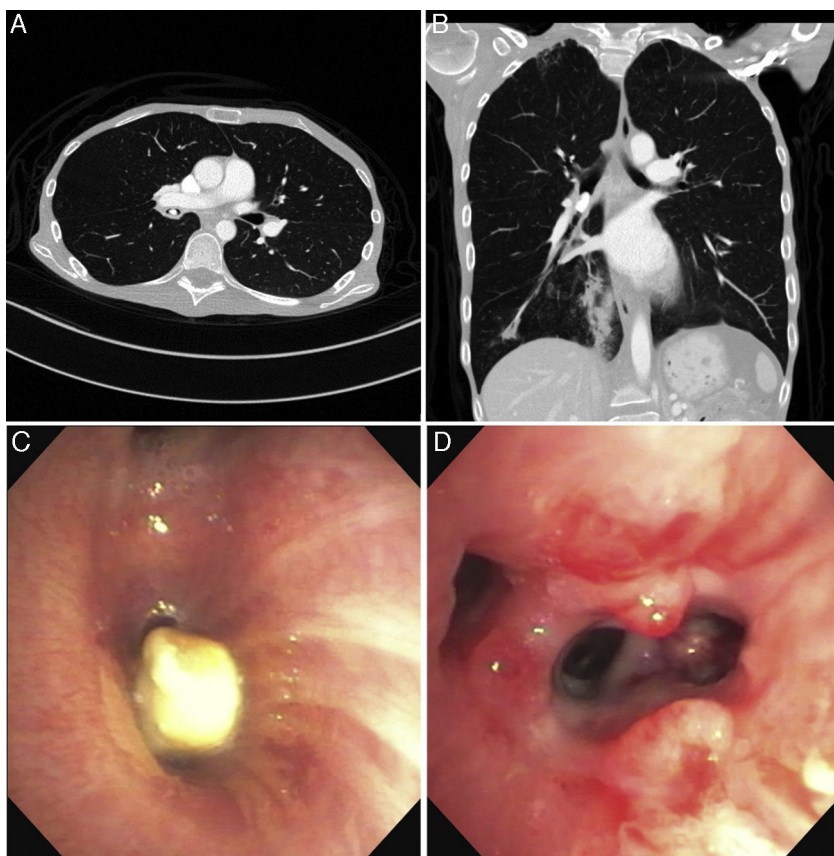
Planos axial (A) y frontal (B) del comprimido aspirado en la TC torácica. Aspecto broncoscópico del comprimido (C) y la intensa reacción de tejido de granulación observada tras su extracción (D).
